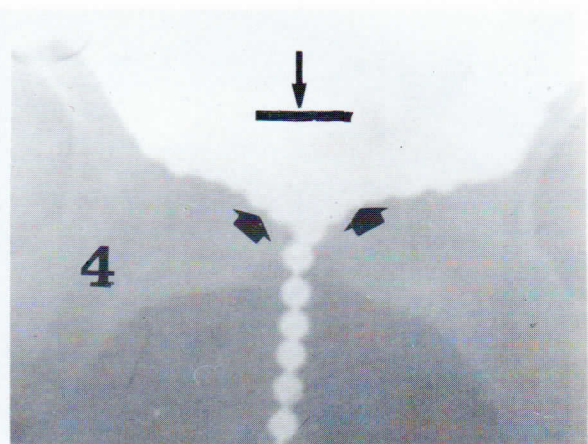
Radiografía anteroposterior. (Flecha vertical) borde superior de sínfisis pubiana. (Flechas oblicuas), piso vesical, marcadamente descendido.
